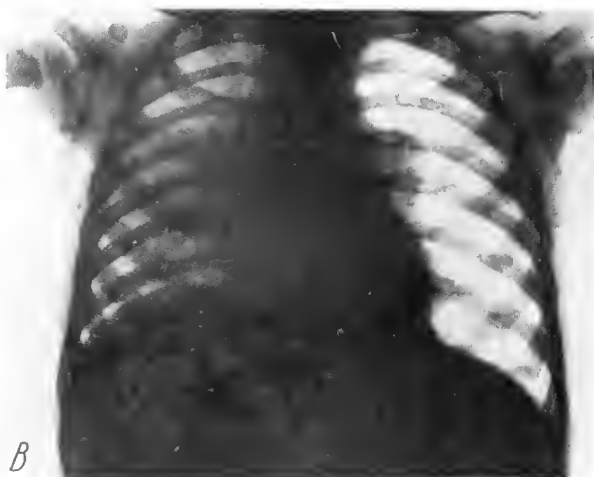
S.C. ♂ (1 an și 8 luni), cu un afect primar tuberculos stîng sub tratament de 5 luni, pentru controlul căruia s-a făcut o radiografie pulmonară, în cursul căreia se instalează brusc o atelectazie.
